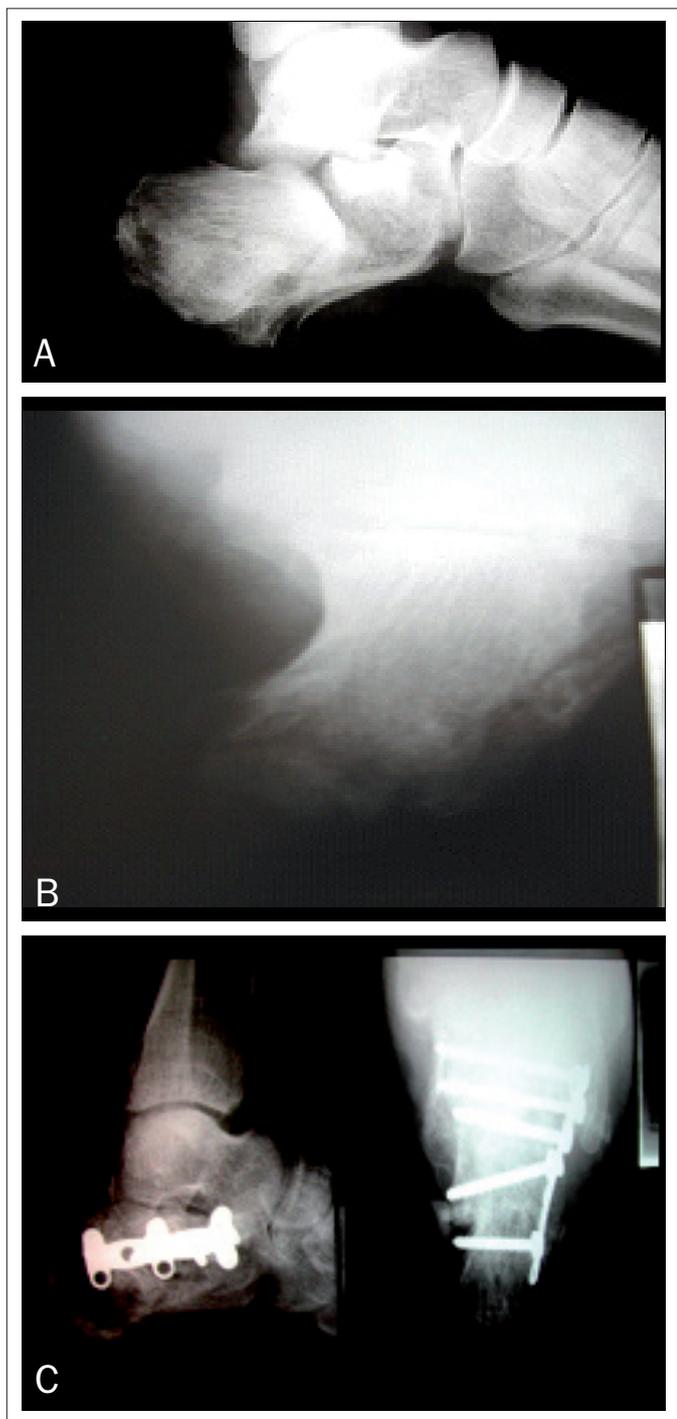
Exemplo de fratura de calcâneo intra-articular desviada, classificada como Sanders II, tratada com redução aberta e fixação interna; (A): radiografia em perfil do calcâneo; (B): radiografia em axial de calcâneo; (C): tomografia em corte coronal; (D): resultado pós-operatório.
